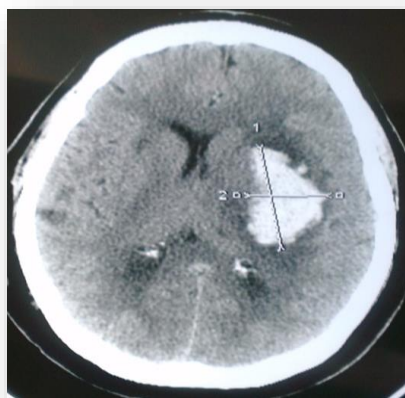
МСКТ головного мозга (натив), аксиальный срез - пациентка Р. Определяется внутримозговое кровоизлияние в левой путаменальной области объёмом 42 мл³, дислокация срединных структур 5 мм
